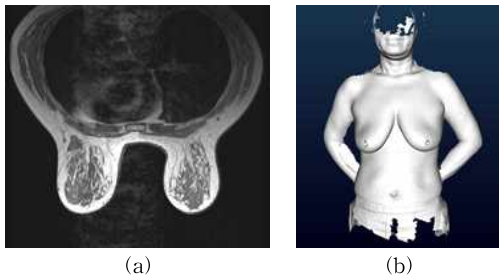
Input data: (a) One slice from the set of breast MRI images, (b) 3D scan data.
